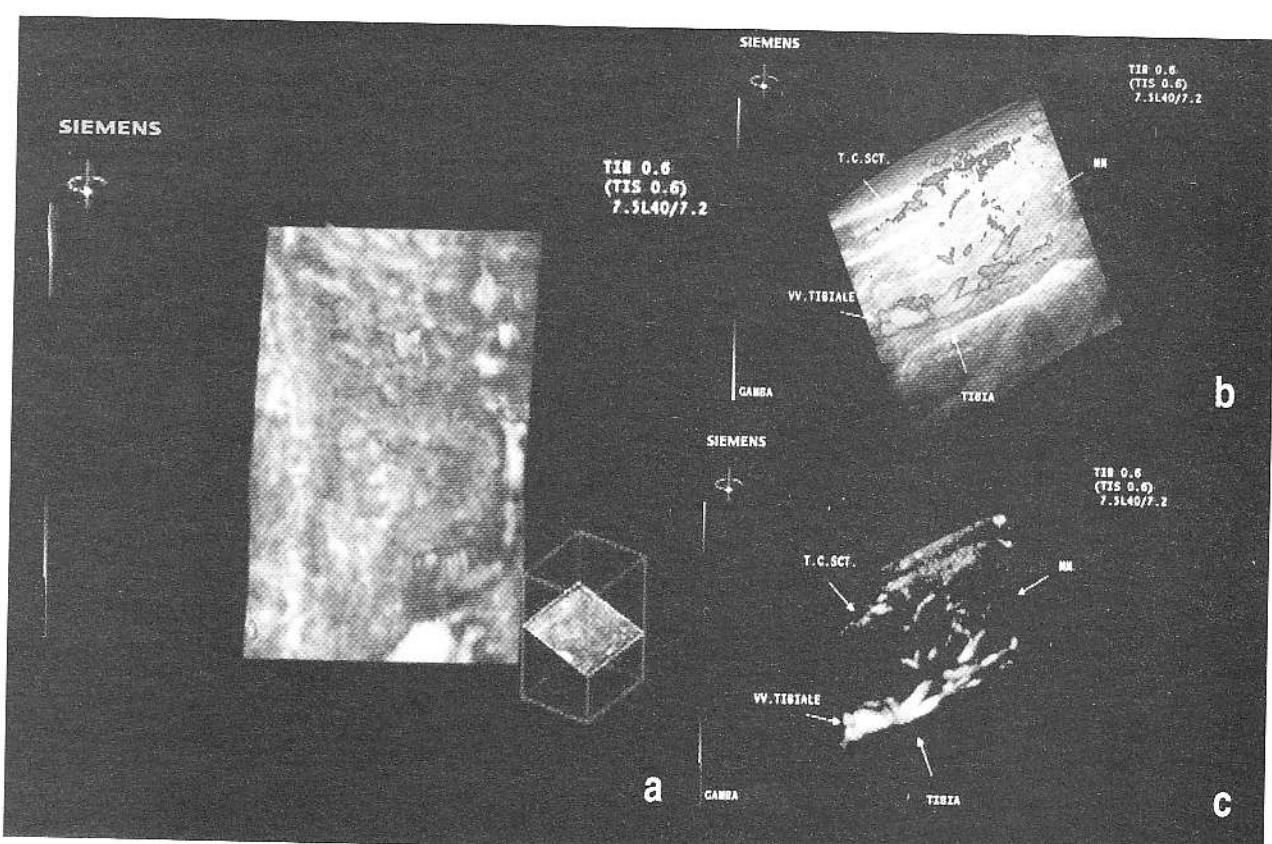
a, b, c Explorare ecografică efectuată la nivelul fesei stângi la trei săptămâni de la internare; a. secțiune coronală la nivelul colecției fesiere extrasă din volumul realizat prin balcaj continuu al zonei patologice; b. imagine power Doppler 3D la nivelul gambei; c. imagine power Doppler 3D cu substractia scării de gri la nivelul gambei.
